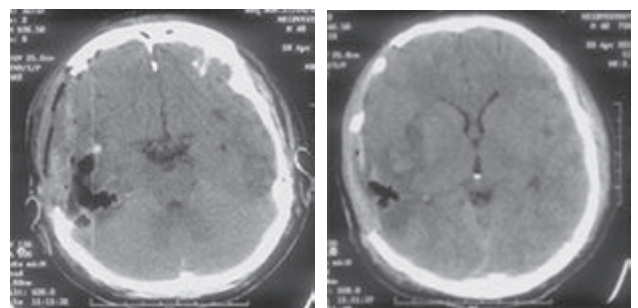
Компьютерные томограммы головного мозга того же больного, что и на рис. 5 через 1 сутки после проведения ДТЧ в правой лобно-теменно-височной области в комбинации с резекцией НОВД. В области резекции НОВД определяется зона пневмоцефалии и геморрагического пропитывания. Смещения срединных структур нет. Параселлярные, охватывающая и четверохолмная цистерны прослеживаются, не деформированы. Примечания: ДТЧ — декомпрессивная трепанация черепа; НОВД — нижнемедиальные отделы височной доли
